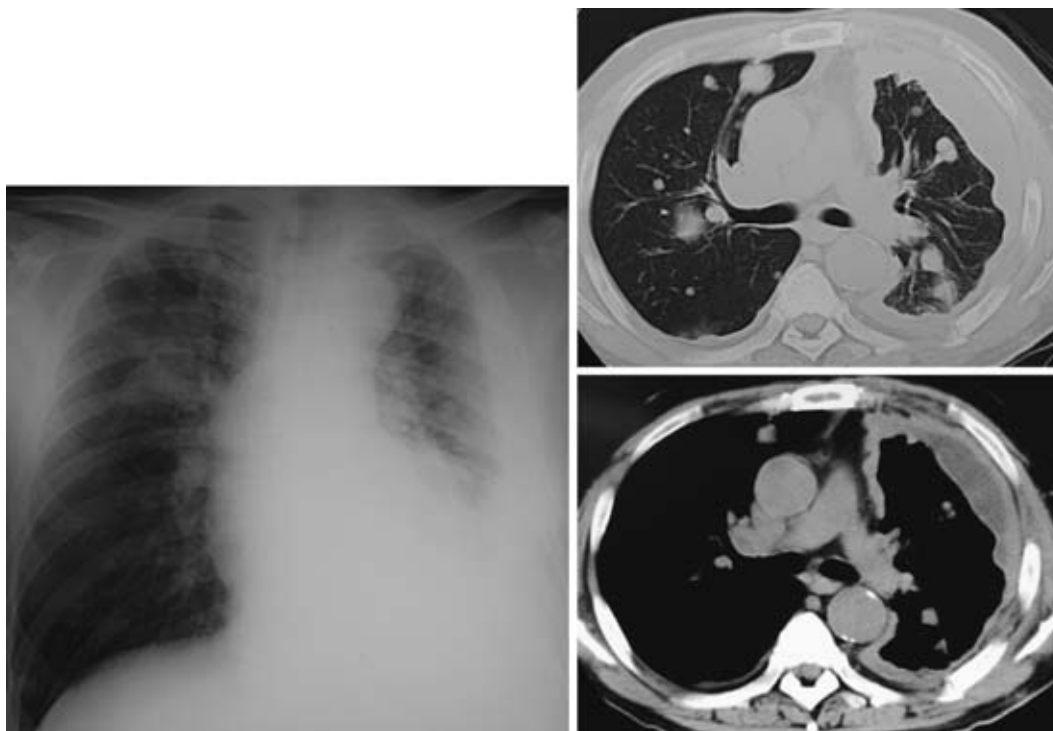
Chest X-ray and CT films on 2 months after admission showing worsening of multiple pulmonary nodules and pleural thickening.
